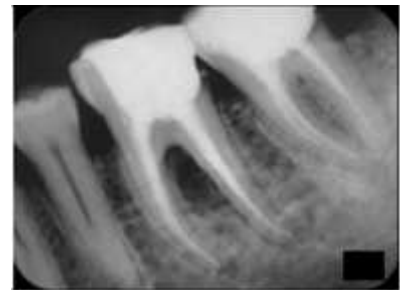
Radiographie postopératoire de contrôle
